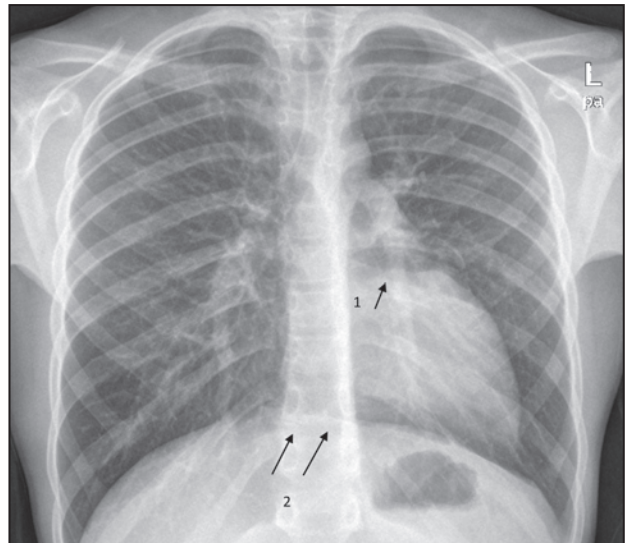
Radiografia de tòrax. 1: apèndix auricular esquerre; 2: imatge de diafragma continu per sota de la silueta cardíaca.
